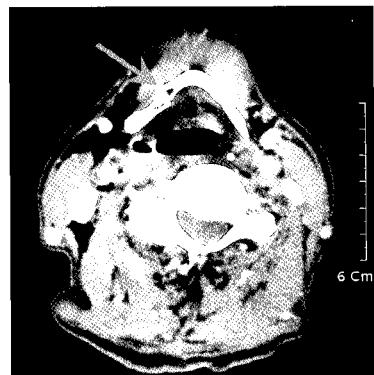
Preoperative axial CT scan. It shows that Hyoid bone was fractured in right portion of body but not displaced.(arrow)
